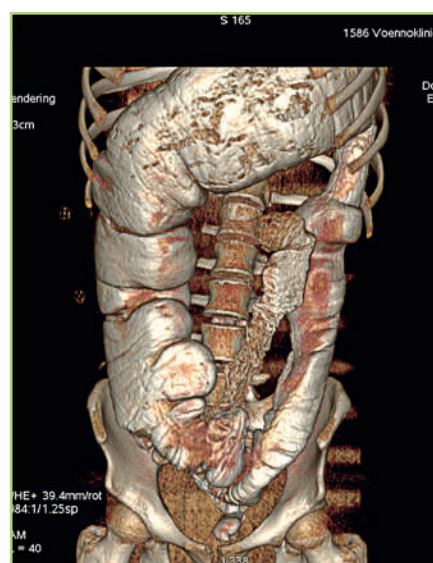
КТ брюшной полости пациента К. — 3D-реконструкция, мегаколон [предоставлено авторами] / CT scan of patient K.'s abdominal cavity — 3D reconstruction, megacolon [provided by the authors]
